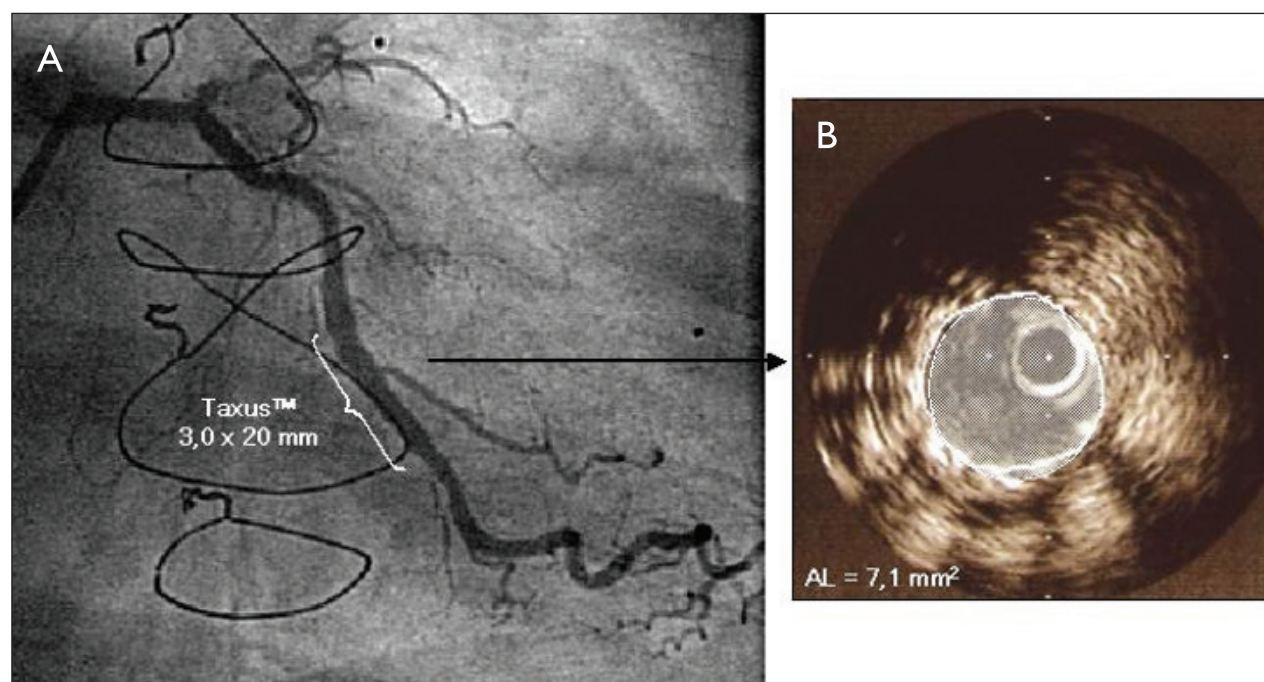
Angiografia (A) e ultra-sonografia intracoronária (B) pós-implante de stent com eluição de paclitaxel.
